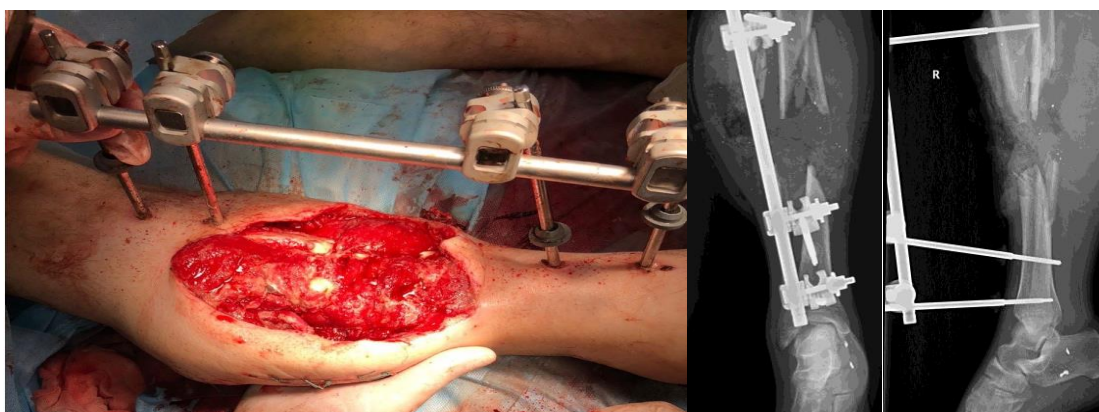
Внешний вид сегмента конечности и рентгенограммы пациента С.
